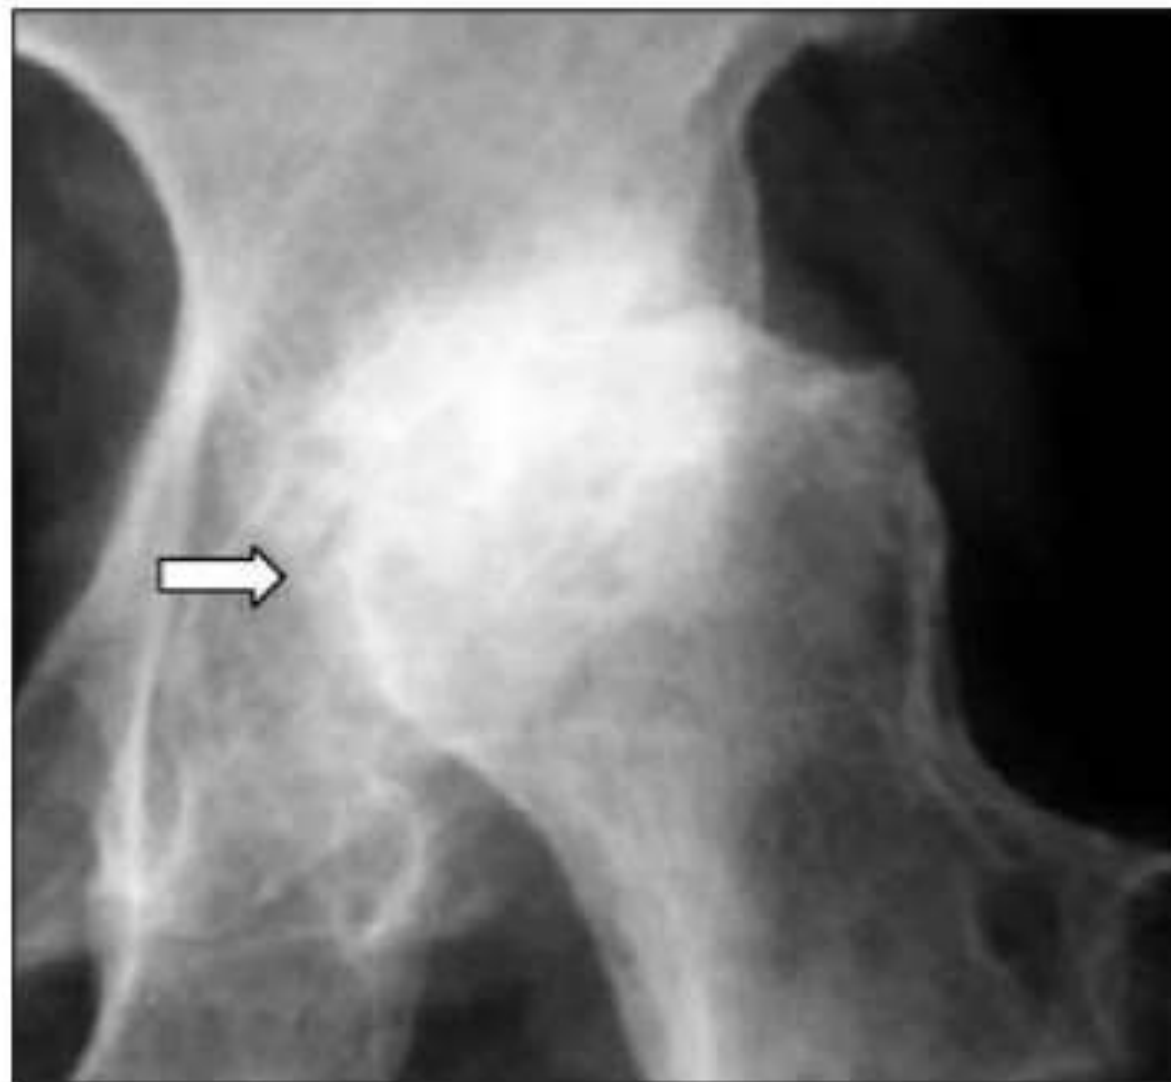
Рентгенограмма тазобедренного сустава. ОА, стадия 4. Подвывих бедренной кости кверху и кнаружи (стрелка)
